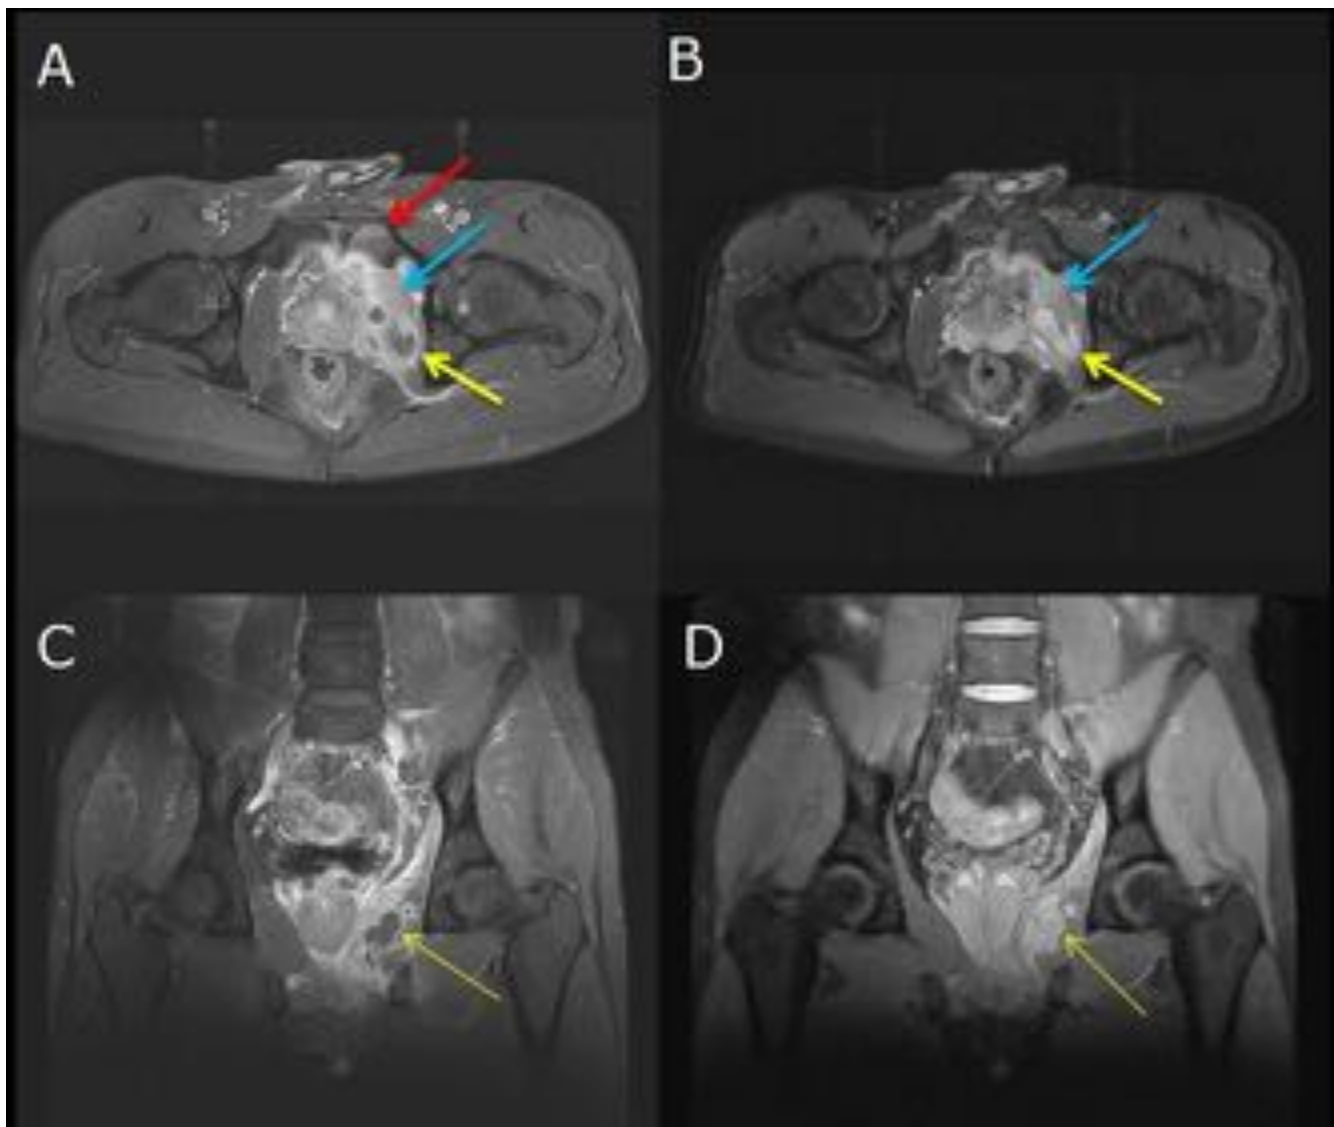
Fiebre y dolor en sínfisis púbica. RM de pelvis. Secuencias axiales y coronales SPIR y T1+Gd+supresión grasa: Hiperintensidad en médula ósea del pubis izquierdo [Flechas roja A], y aumento de la señal de los músculos insertados [Flecha azul A y B]. Engrosamiento del músculo obturador interno izquierdo, y en su interior una imagen quística polilobulada con realce tenue en anillo tras gadolinio, sin realce del contenido, sugerente de absceso intramuscular/miositis [Flecha amarilla A,B,C,yD].
